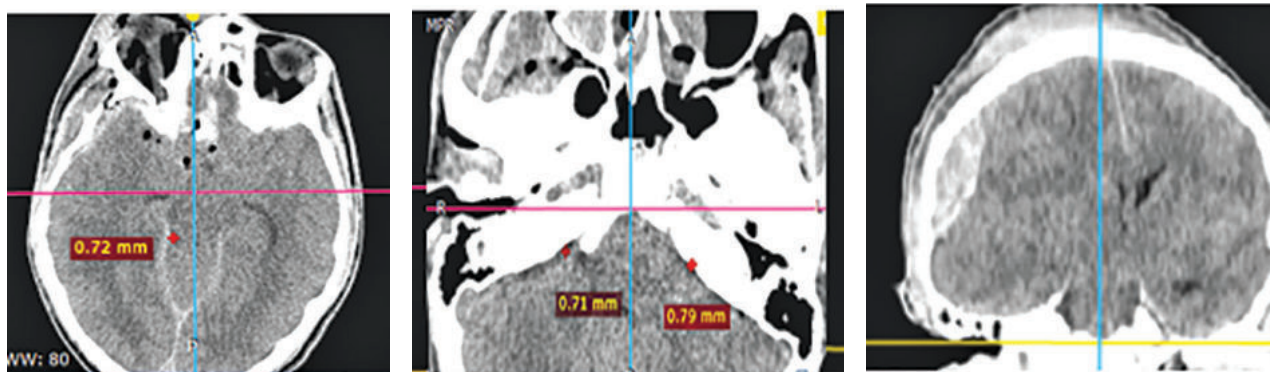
МСКТ-снимки больного до операции. Выраженный дислокационный синдром, обводная цистерна не визуализируется.
